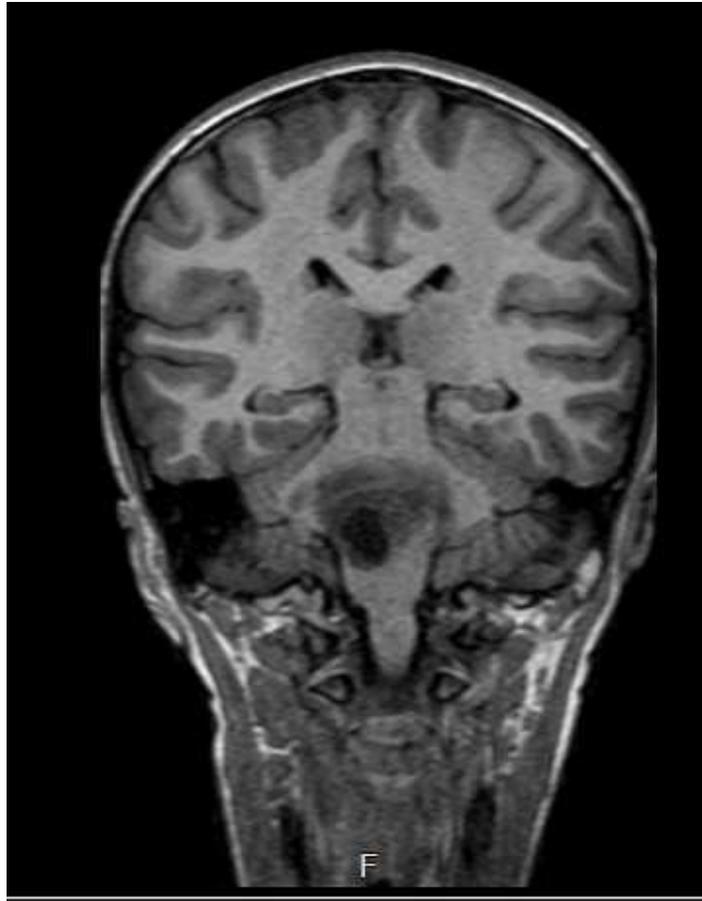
Resonancia Magnética Nuclear de Cerebro. Corte Coronal. Secuencia T1 lesión hipointensa. Glioma tronco encefálico.
